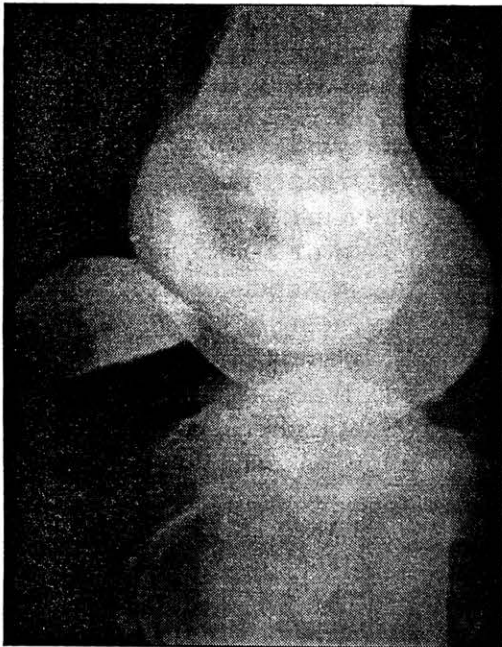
Рентгенограмма больного с горизонтальным вывихом надколенника.
